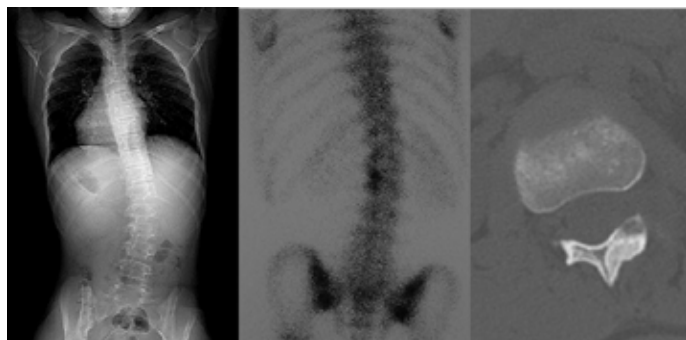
Garçon de 13 ans. Attitude scoliotique centrée sur la tumeur. La scintigraphie montre l'hyperfixation caractéristique. Le scanner visualise le nidus au niveau de l'arc postérieur de L1.
